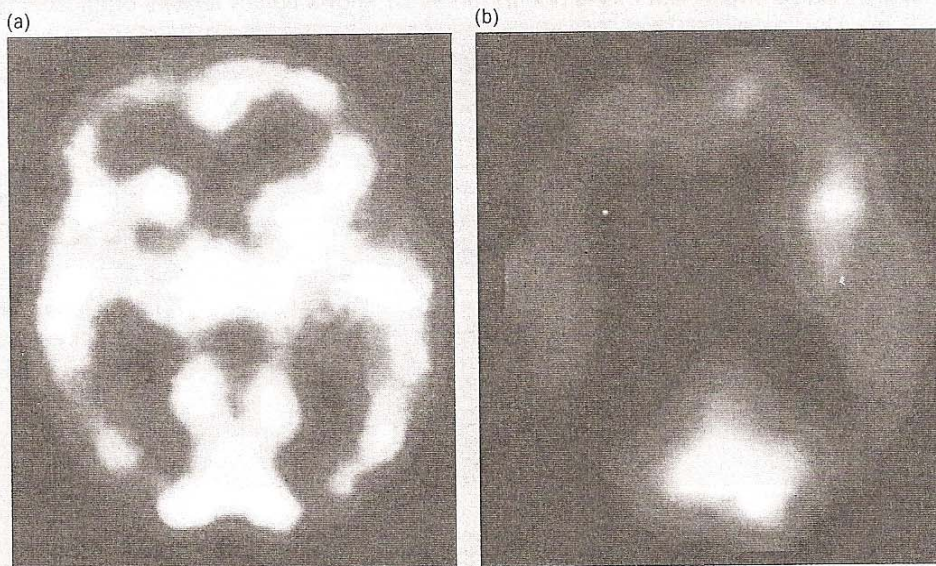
SPECT images showing the difference in brain blood flow between a healthy elderly individual (a) and an age-matched AD patient (b). Reproduced with permission from J. H. Morris and Zs. Nagy, 'Alzheimer's disease' in *The Neuropathology of Dementia* (eds M. M. Esiri, V. M-Y. Lee, J. Q. Trojanowski) pp. 161–206. Copyright Cambridge University Press, 2004. A full-colour version of this image is shown in the plates section.
